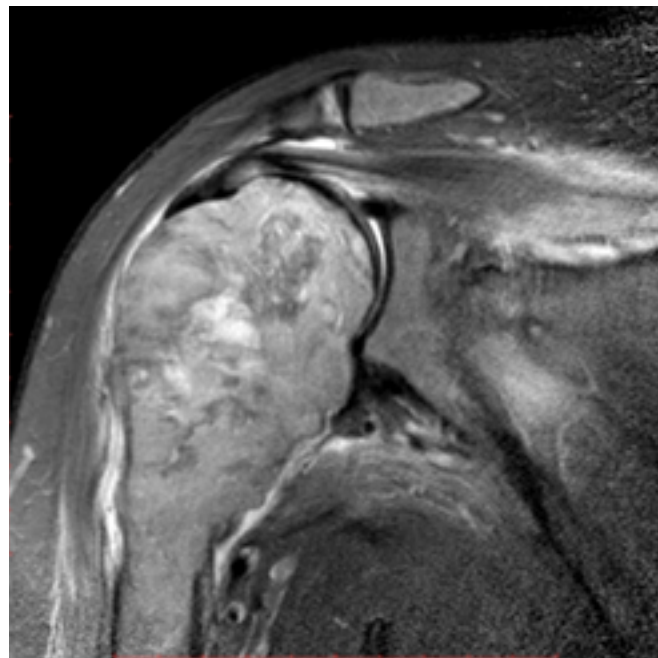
Ressonância nuclear magnética evidenciando sinal heterogêneo, com áreas de baixo sinal sinalizando hemossiderina / fibrose.
